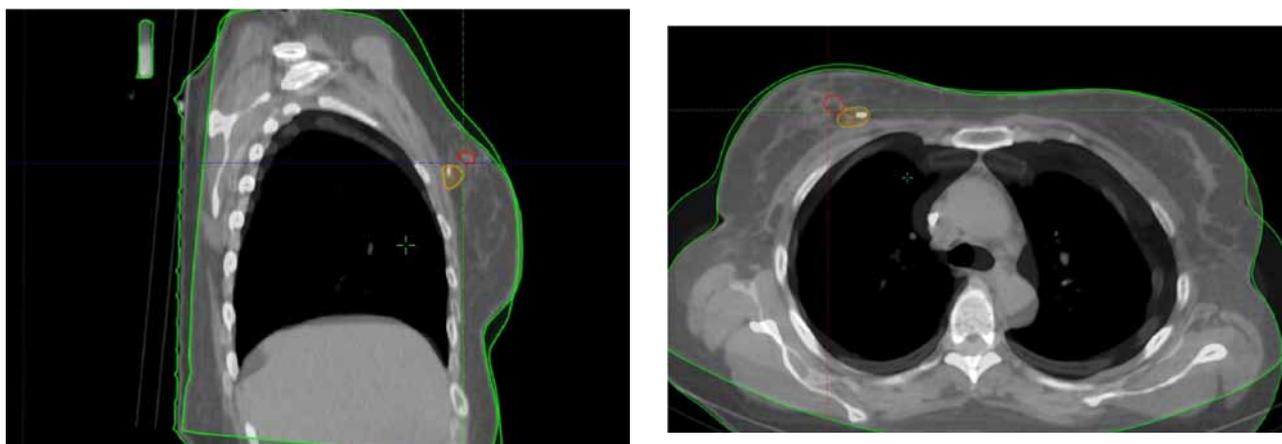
Результат деформируемой (неригидной) регистрации пред- и послеоперационных КТ-изображений
